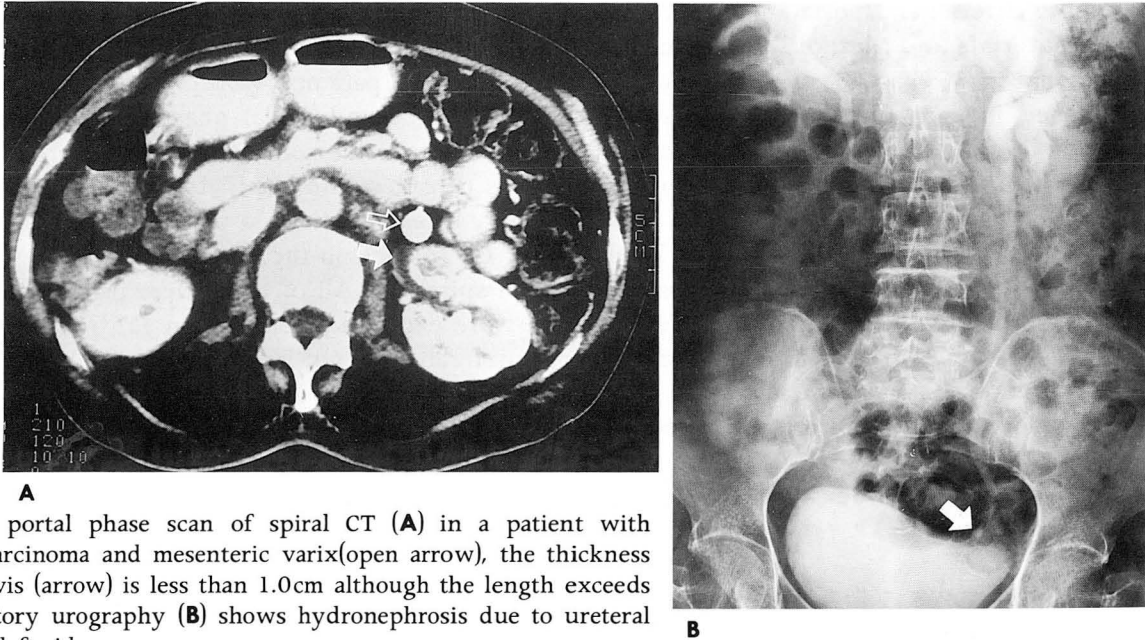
On the portal phase scan of spiral CT (A) in a patient with hepatocellular carcinoma and mesenteric varix(open arrow), the thickness of left renal pelvis (arrow) is less than 1.0cm although the length exceeds 2cm. The excretory urography (B) shows hydronephrosis due to ureteral stone (arrow) in left side.
